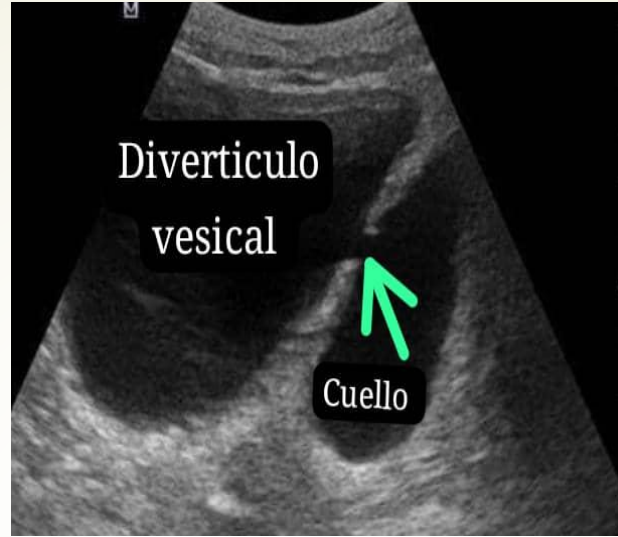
Ultrasonido con evidencia del divertículo proveniente de vejiga, con cuello de divertículo ubicado en piso vesical
